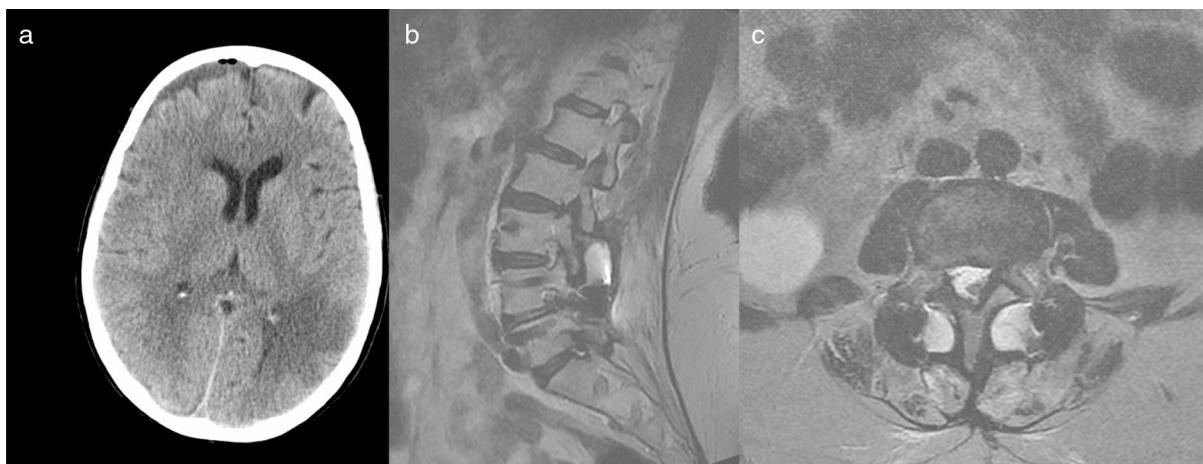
a. TAC cerebral postoperatorio a los 10 días donde se visualiza hematoma subdural derecho con pequeño neumoencéfalo. b, c. RNM lumbar a los 6 meses de la cirugía. Pequeño pseudomeningocele en el nivel de la intervención.
